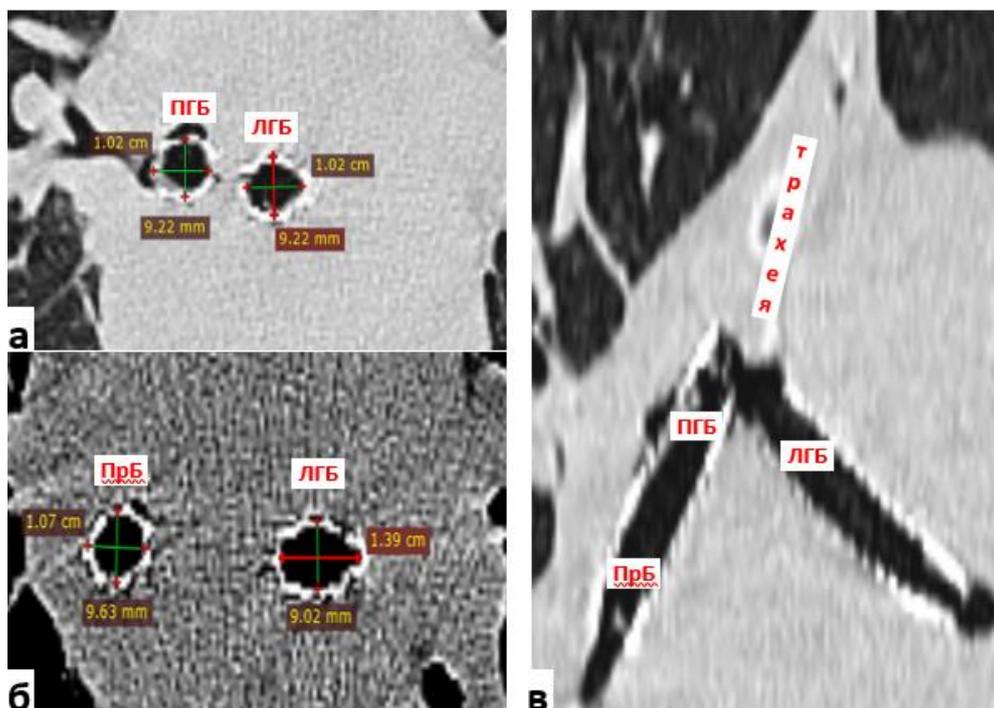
МСКТ органов грудной полости от 18.05.2020 г. (на 4-ые сутки после установки стента в ЛГБ): а – аксиальная плоскость, «легочное окно»; б – аксиальная плоскость, «медиастинальное окно»; в – коронарная плоскость, «легочное окно»
